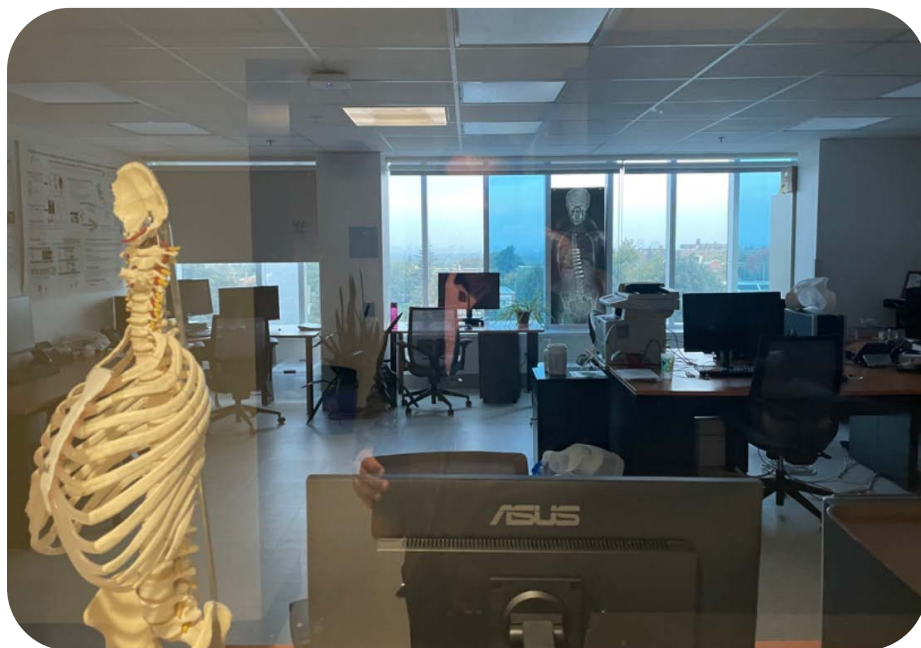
Exemple d'un espace de travail de recherche adossé à la consultation clinique avec une radiographie de VBT antérieur en fond.
